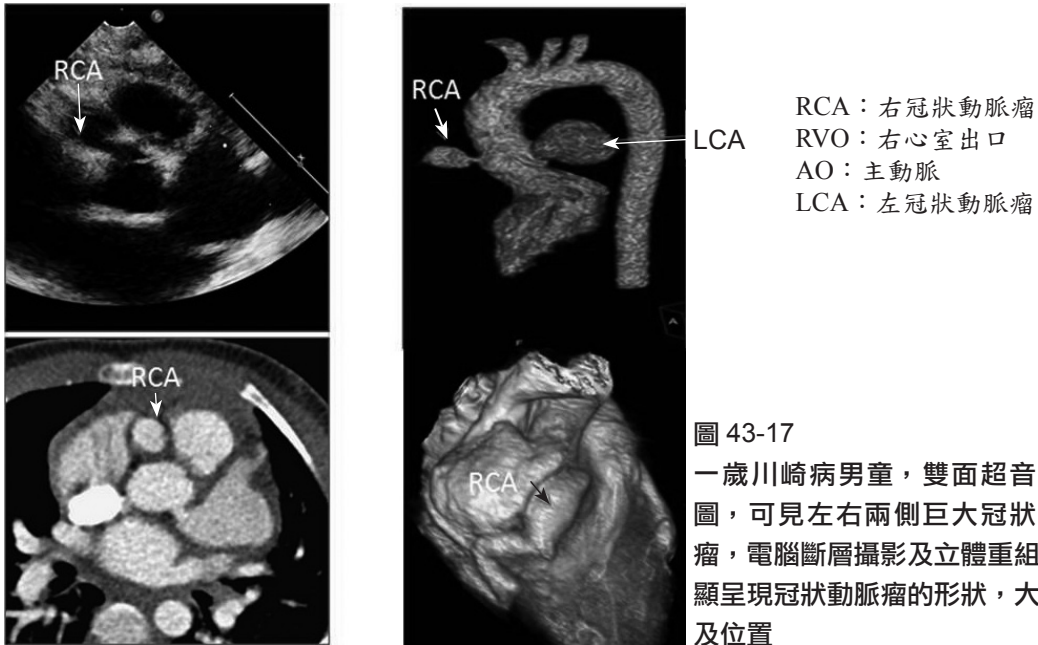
一歲川崎病男童，雙面超音波心圖，可見左右兩側巨大冠狀動脈瘤，電腦斷層攝影及立體重組，明顯呈現冠狀動脈瘤的形狀，大小，及位置
